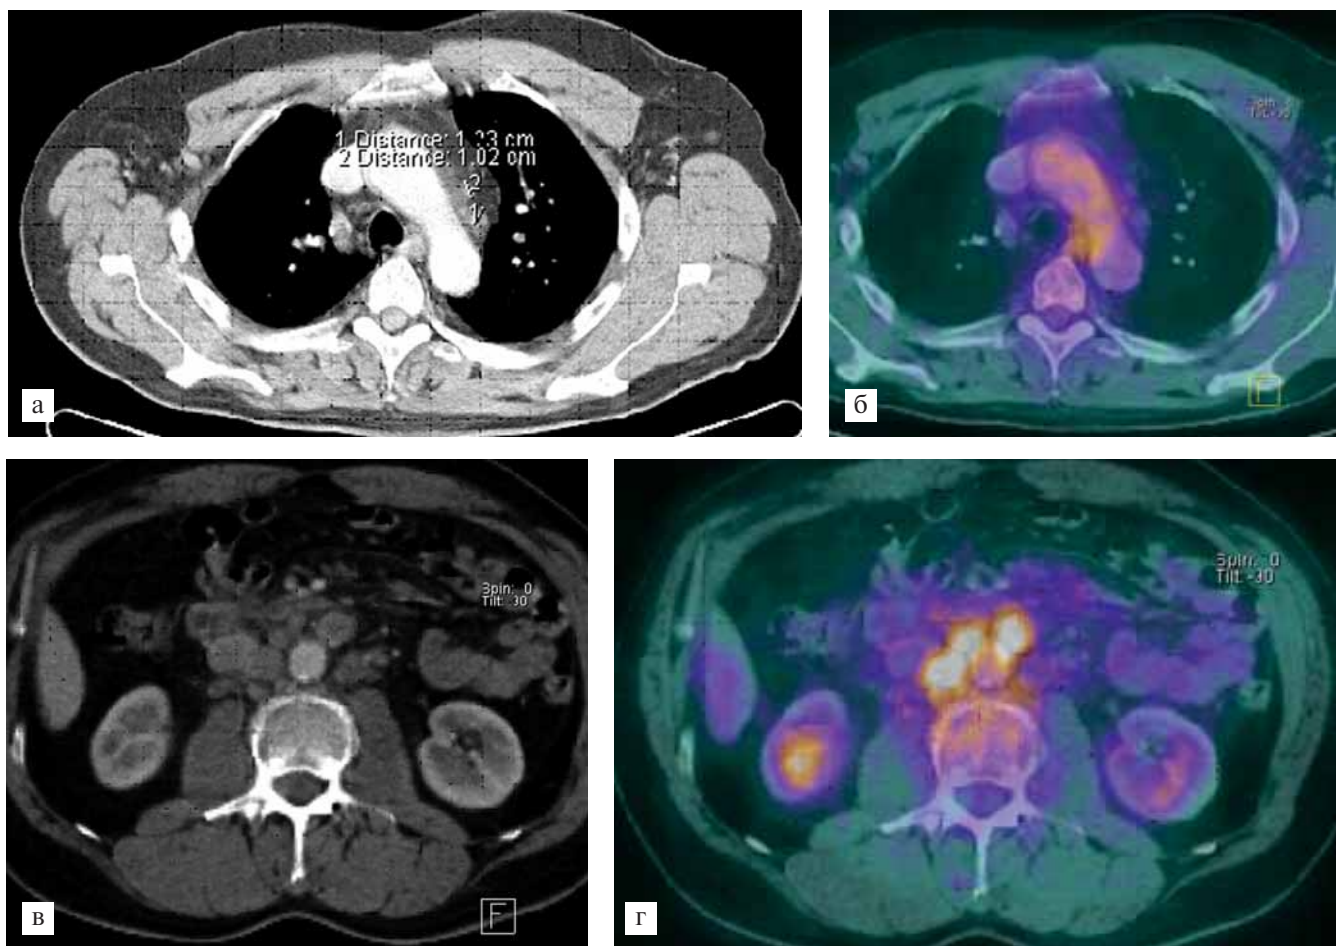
Рецидив лимфомы Ходжкина после химиотерапии. При КТ (а, б) видимых структурных изменений не определяется. При ПЭТ/КТ (в, г) визуализируется гиперфиксация ФДГ в лимфатических узлах парааортальной группы. Лимфатические узлы средостения без патологических изменений.
